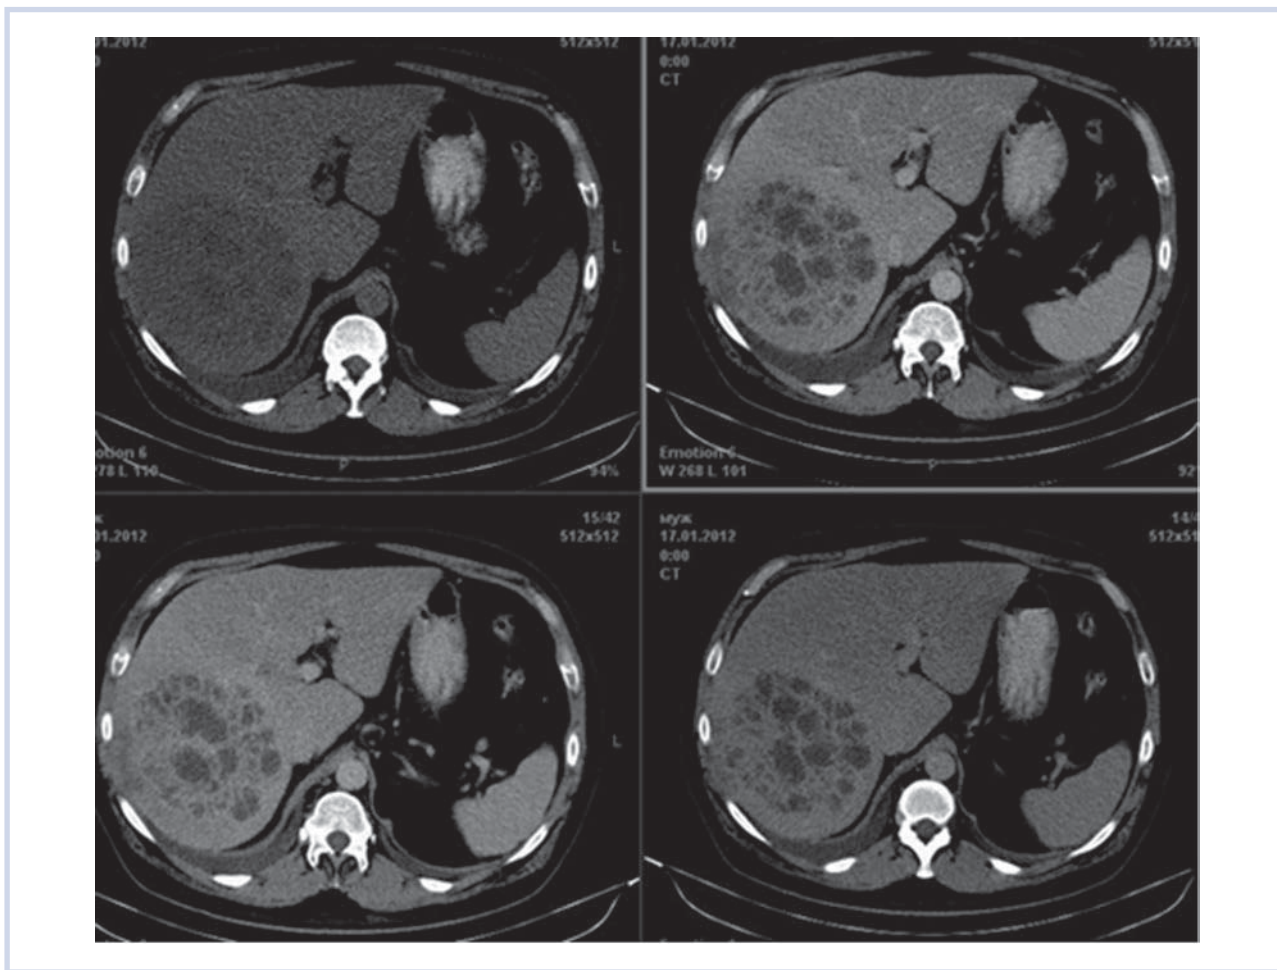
Компьютерная томограмма печени у пациента с псевдоопухолью.
